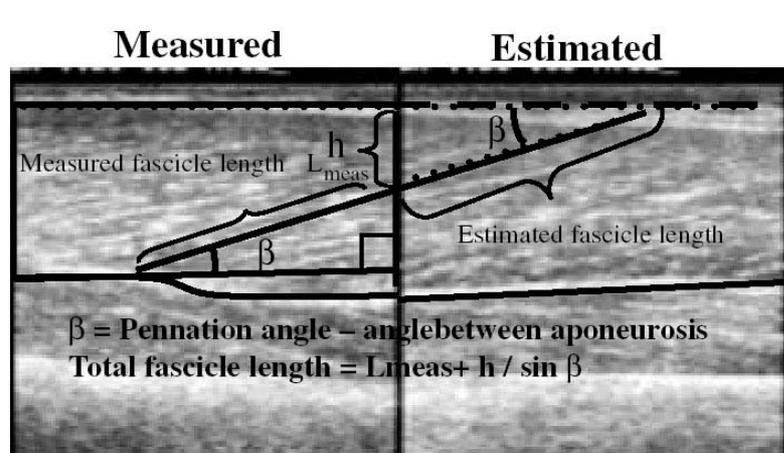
image obtenue avec la technique par ultrasons. La méthode d'analyse est illustrée.
